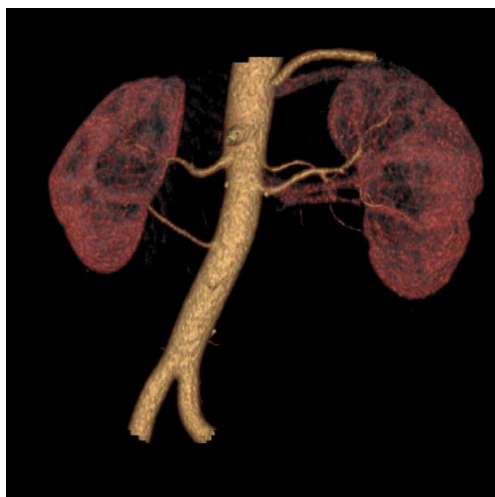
Компьютерная томография, 3D-реконструкция. Добавочная артерия справа отходит от аорты ниже основной почечной артерии и кровоснабжает нижний сегмент, входя в почку в области ворот, добавочная артерия слева отходит от аорты выше основной почечной артерии и кровоснабжает нижний сегмент, входя в почку вне ворот
